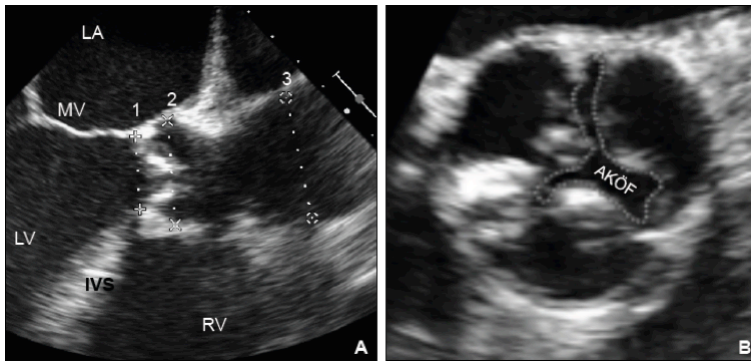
Transösophageale Echokardiographie
